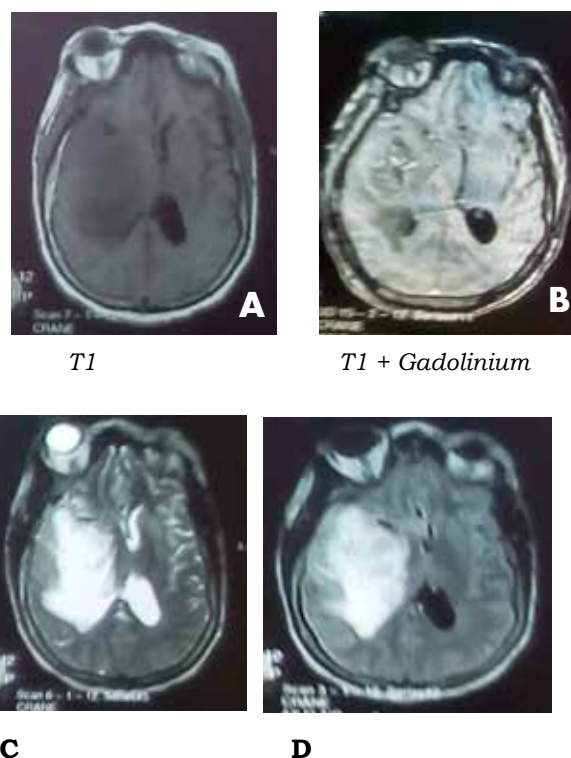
Séquences d'imagerie par résonance magnétique chez une patiente avec une tumeur cérébrale fronto-temporale droite hétérogène, mal limitée apparaissant en hyposignal sur les séquences pondérées T1 (A), avec une prise de contraste au sein de la lésion après injection de Gadolinium (B) et en hypersignal sur les séquences pondérées en T2 (C) et en FLAIR (D). Cette lésion exerce un effet de masse sur les structures de voisinage avec compression du ventricule homolatéral.
